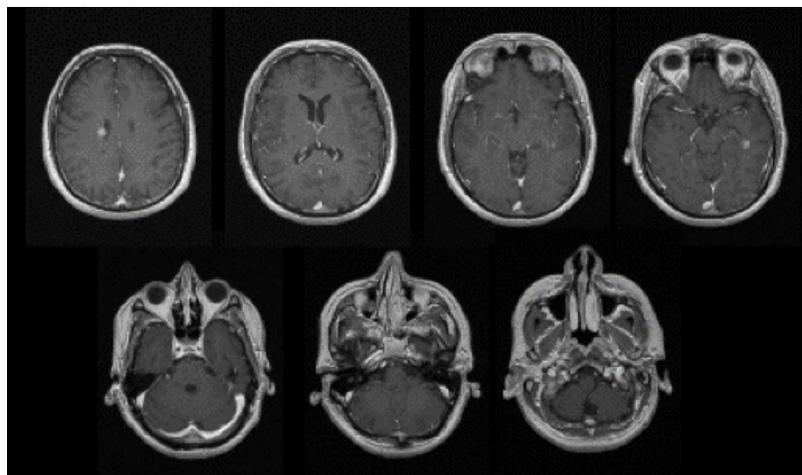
Barbaras Gehirn-MRT zeigt multiple hyperintense Läsionen in FLAIR- und T₂-gewichteten Sequenzen.
